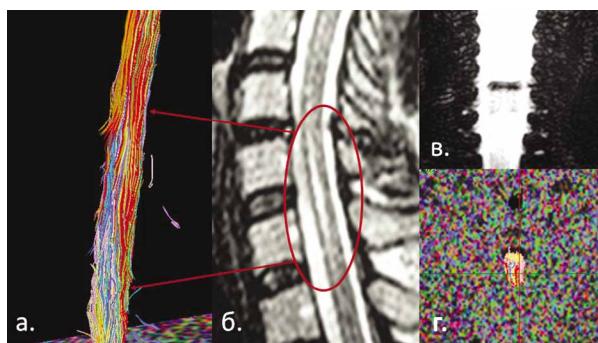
а, б — 3D реконструкция проводящих путей; в, г — очаг компрессионной миелопатии на стандартных МРТ.
